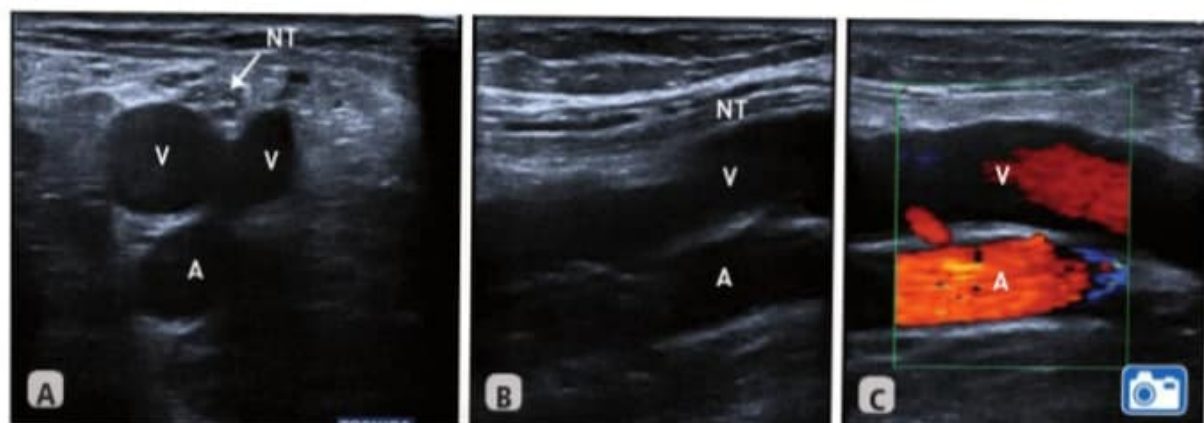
A) Imagen ecográfica del paquete vasculonervioso poplíteo en su eje transversal. B) Eje longitudinal. C) Eje longitudinal con Doppler. A: arteria poplíteo; V: venas poplíteas; NT: nervio tibial.
